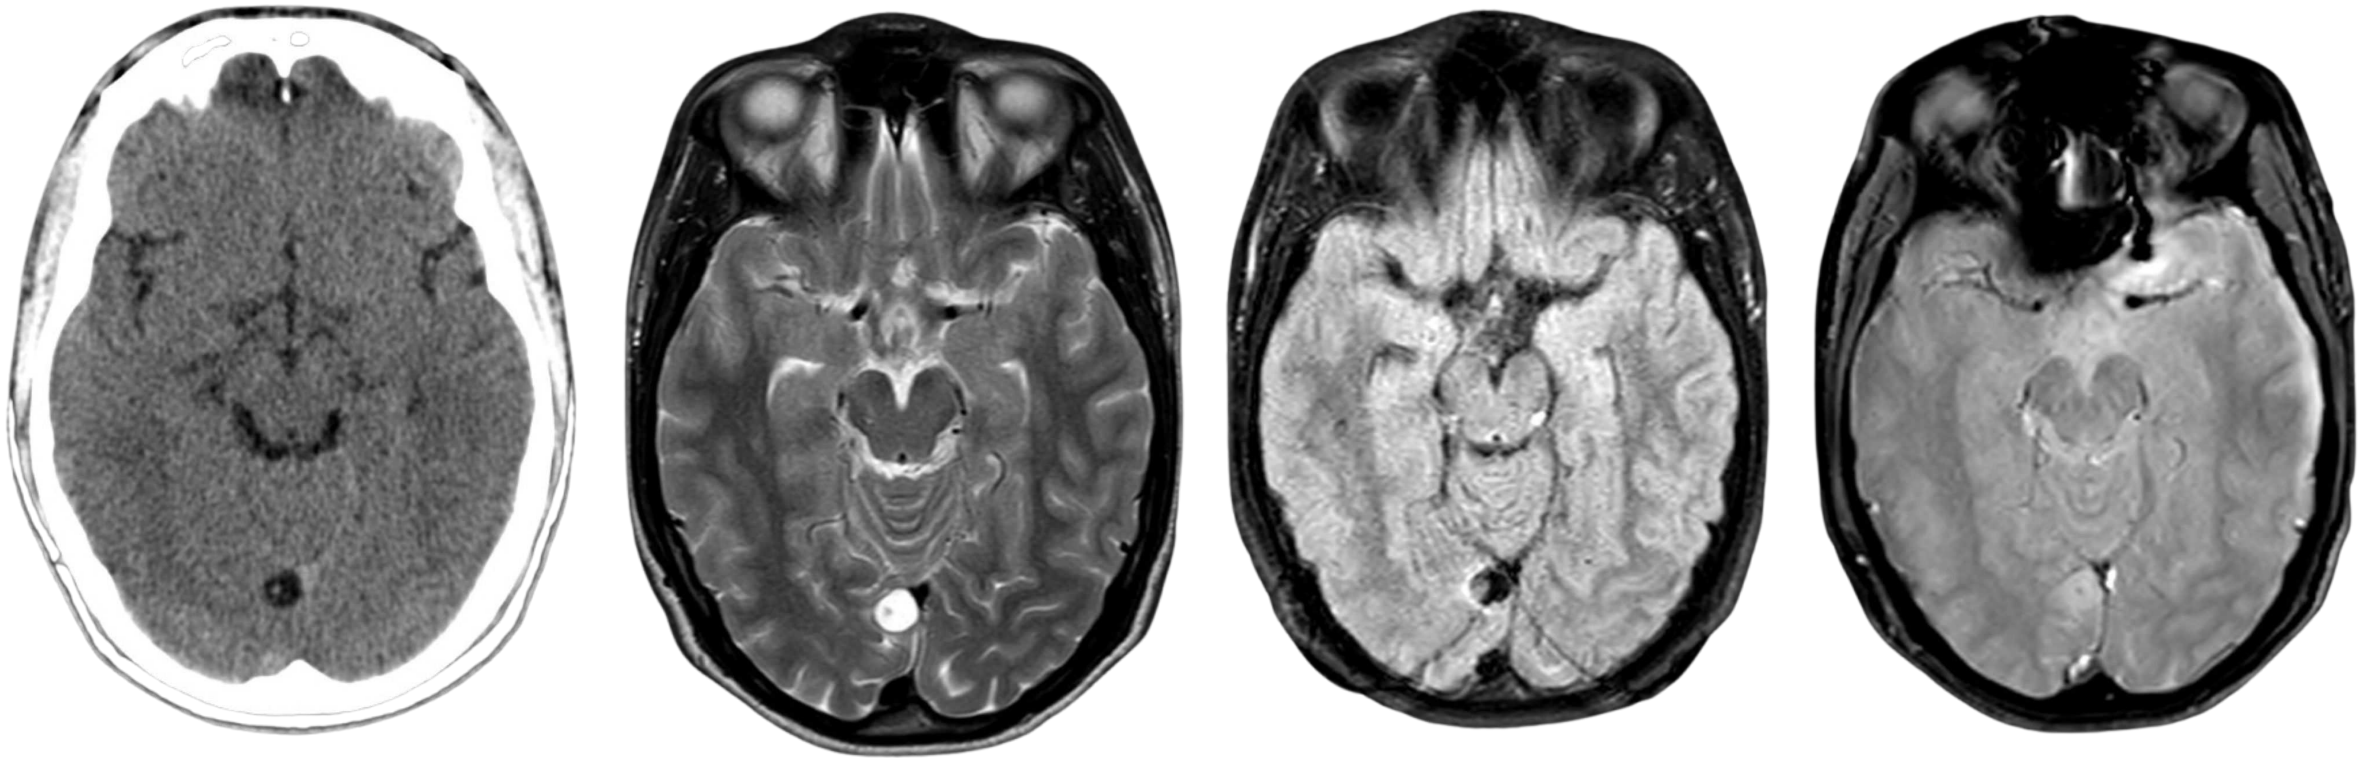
TC craneal sin contraste y secuencias T2, FLAIR y T2* de RM.
